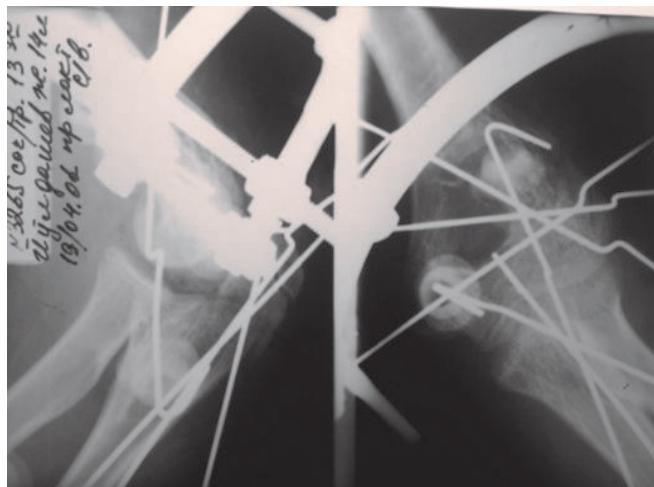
Рентгенограмма левого локтевого сустава и вид оперированной конечности после операции.
